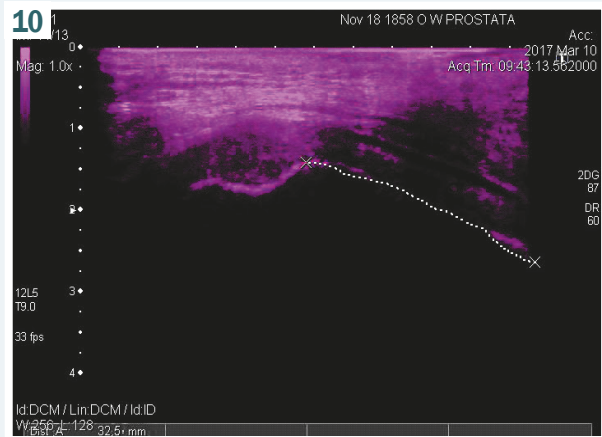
Ultrasound study of G-spot in the mode of gray scale (B-regime). Patient W., aged 39. G-spot was found at the front wall of vagina as a thickened formation at the distance 3.25 cm from introitus vaginae.
